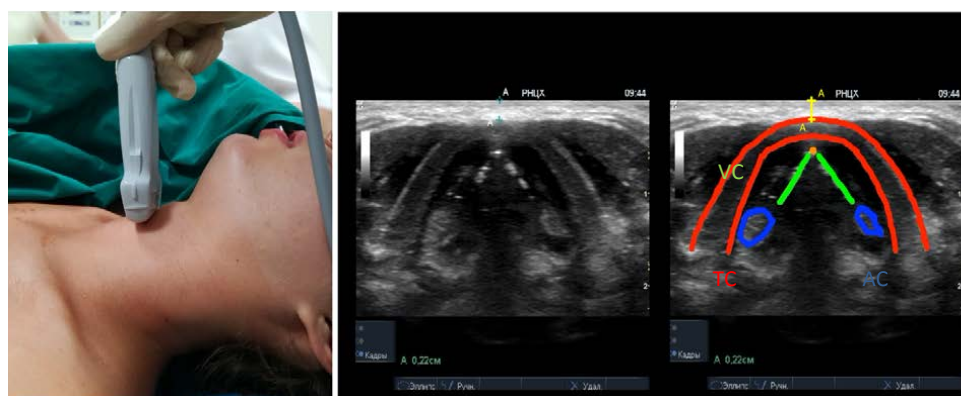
УЗИ передней поверхности шеи: TC – щитовидный хрящ; VC – голосовые связки; AC – черпаловидные хрящи; А-А – толщина мягких тканей
